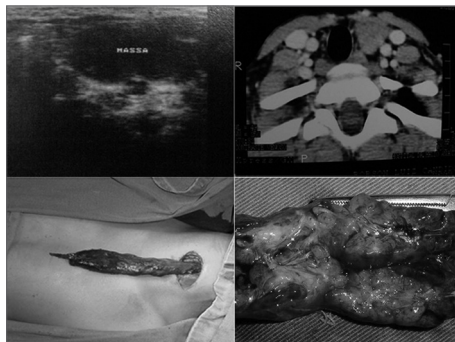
US demonstrando massa cística em região cervical esquerda, compatível com cisto branquial; - TC mostrando lesão sólida em região paratireoidiana, desviando a traqueia para a direita, compatível com linfoma; na cervicotomia, foi encontrada a massa mergulhando em mediastino, ressecável, sem sequelas; - Peça cirúrgica, tumoração encaminhada ao estudo histopatológico: cisto tímico.
